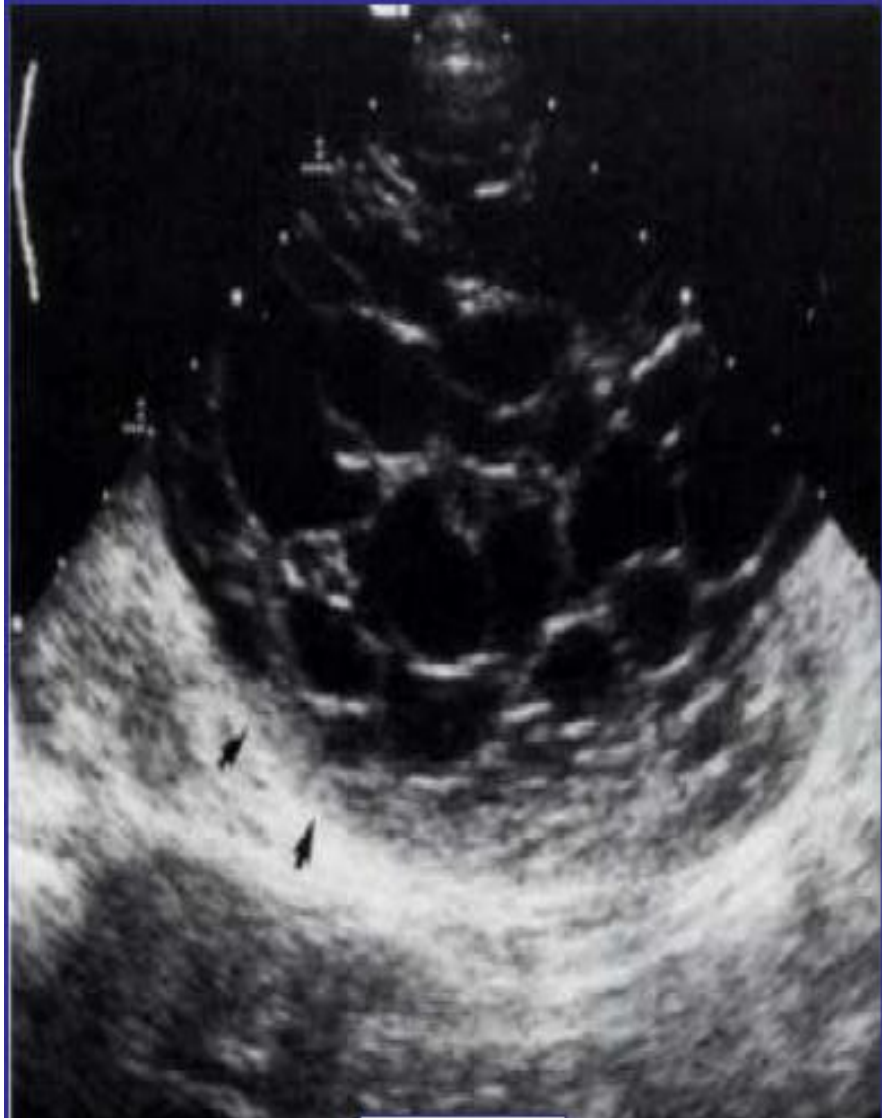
échographie d'un patient présentant un néphroblastome kystique montrant une masse multiloculaire faite de kystes de tailles différentes séparés par des cloisons épaisses. Le parenchyme rénal est comprimé.
